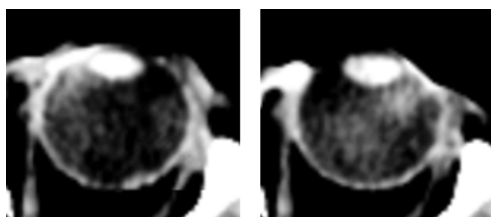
Артефакты снимка КТ
